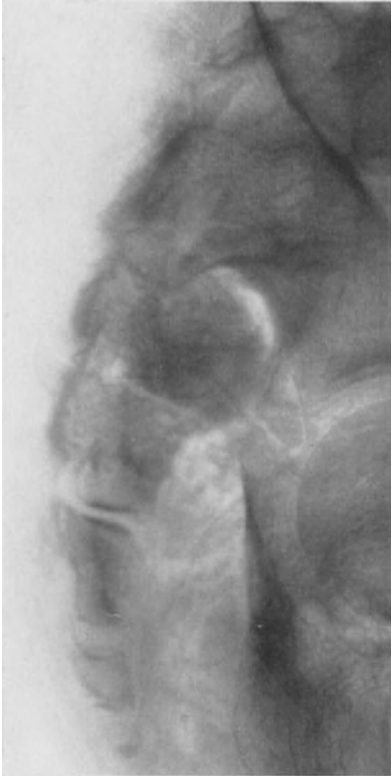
13jähr. ♂. Malignes Chordom des Kreuzbeines. Kreuzbein, besonders an der Vorderfläche, weitgehend zerstört. 4 Monate vorher Sturz beim Fußballspiel auf die rechte Seite. Nach 14 Tagen ziehende Schmerzen. Nach 3 Wochen schon Blasenentleerungsstörungen. Röntgenbestrahlung. 6 Monate später †.
